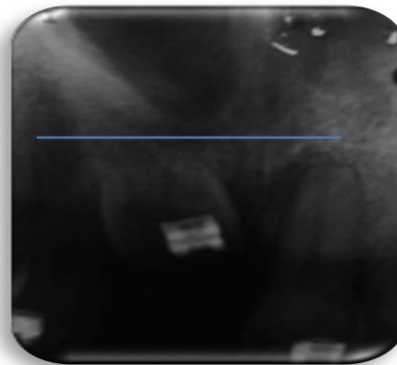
Primer registro diente 11 A. Fotografía intraoral; B. Radiografía periapical.
